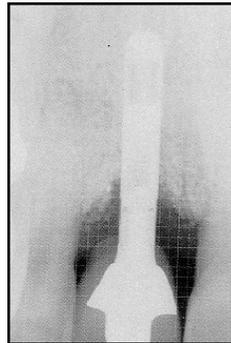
Radiografía a los 11 meses
